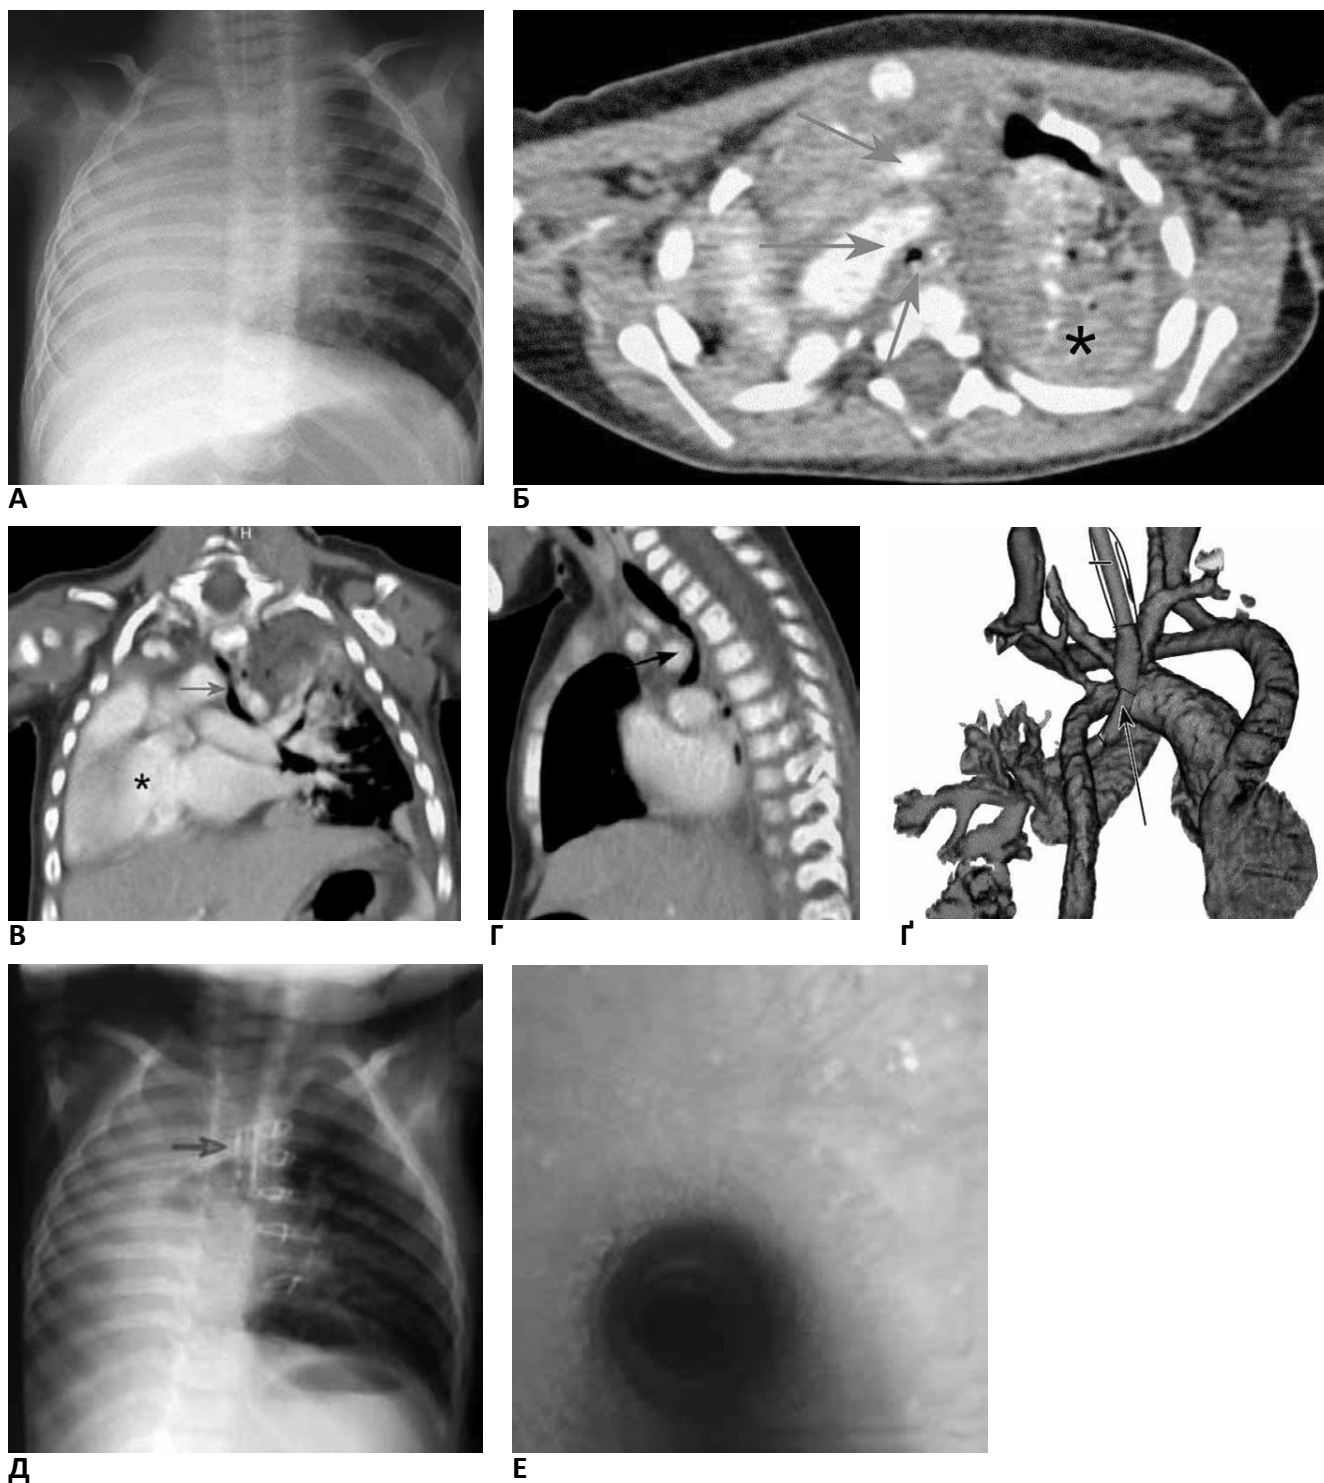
Діагностичні дослідження пацієнта з природженим стенозом торакального сегмента трахеї (вік – 2 місяці): А – оглядова рентгенограма грудної клітки. Ателектаз верхньої частки правої легені; Б, В – комп’ютерна томографія грудної клітки з контрастним підсиленням, аксіальний скан на рівні стенозу (Б) та нижче від стенозу (В). Видно різницю діаметрів трахеї (стрілки) й ателектазовані верхні частки правої та лівої легені (зірочки); Г – комп’ютерна томографія, 3D-реконструкція дихальних шляхів і легень. Стеноз трахеї у торакальному сегменті (стрілка); Г – оглядова рентгенограма після дилатації та стентування трахеї металевим стентом, що сам розправляється (стрілка), пневматизація легень нормалізувалася
